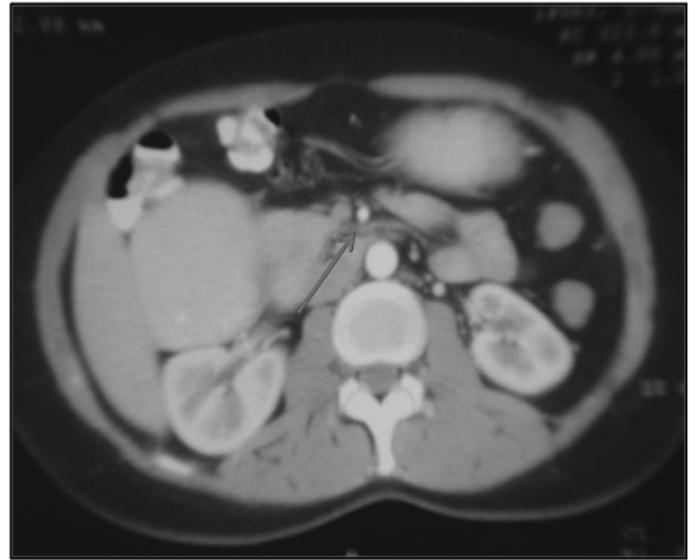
Tomografía Abdominal con contraste, la flecha indica la estrechez de la tercera porción del duodeno en su paso entre la arteria mesentérica superior y la aorta
